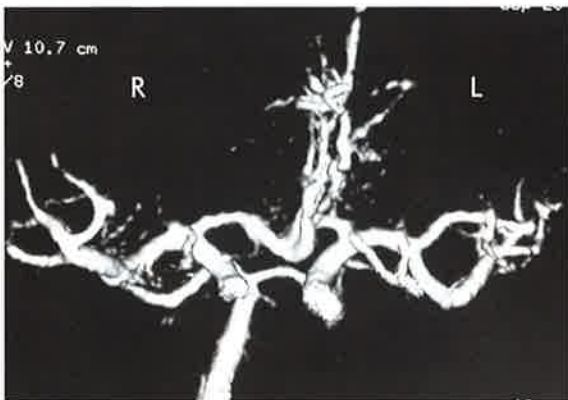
Case 2. CTA on admission showed mild atherosclerotic changes, but no marked stenosis of the right middle cerebral artery.
